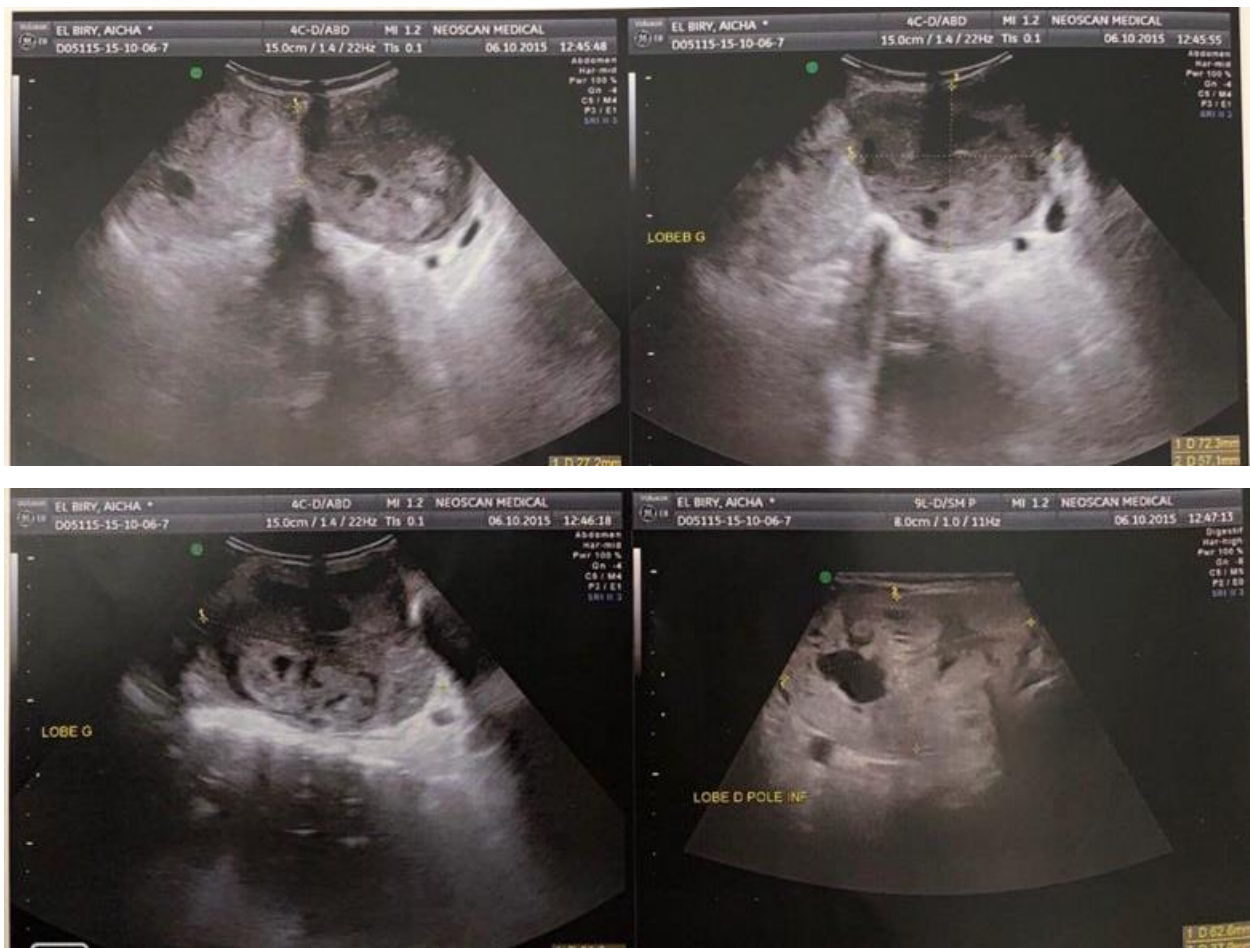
Coupes échographiques de la thyroïde montrant les nodules au niveau des lobes droit et gauche et la collection
